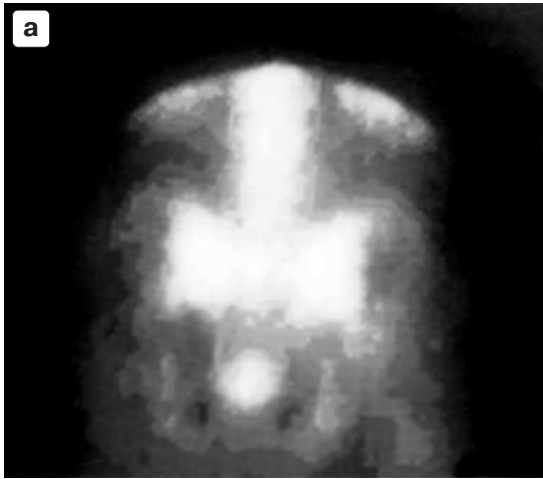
Задняя планарная сцинтиграмма таза (а) с плохо различимой разницей фиксации РФП в области подвздошно-крестцовых сочленений и отчетливой зоной максимальной фиксации РФП в правом подвздошно-крестцовом сочленении, выделенной с помощью построения изоконтурных кривых (б).
